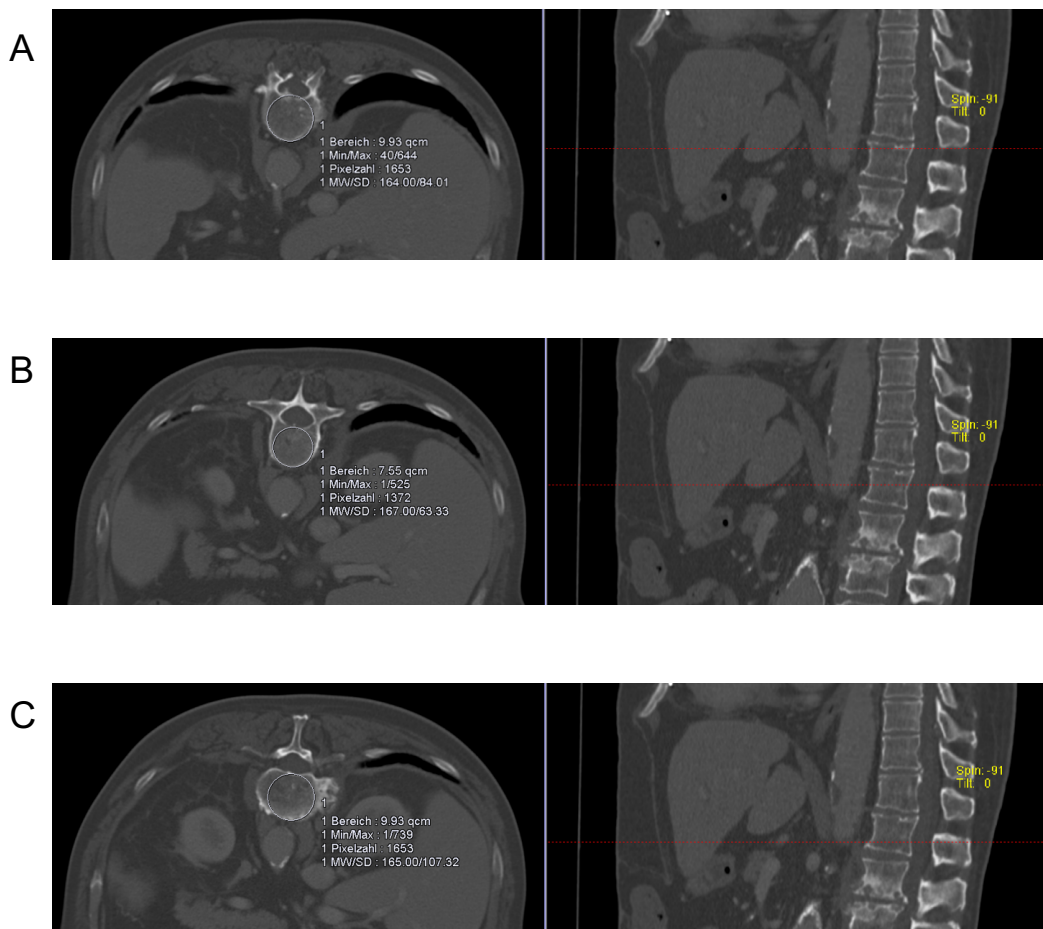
Messung der Hounsfield-Units. Einzeichnen einer kreisförmigen ROI auf dem lumbalen CT-Scan. Die größte ROI wird unter Ausschluss des kortikalen Knochens und Gefäßmarkierungen in der Mitte des Wirbelkörpers von jedem Wirbel platziert. Axiales Bild und sagittale Referenz des WKs auf Höhe der Deckplatte (A), Mitte des Wirbelkörpers (B) und der Grundplatte (C).
